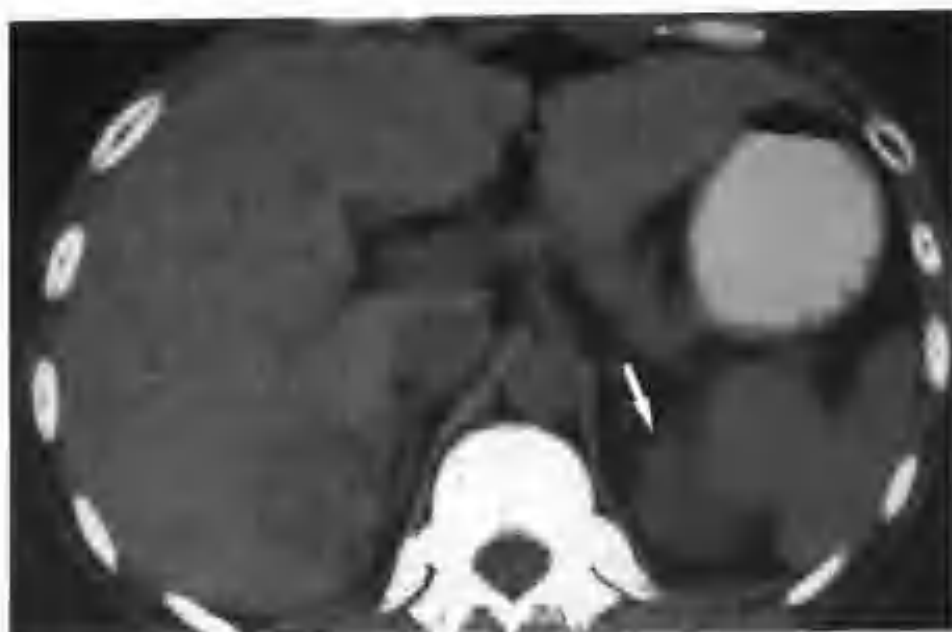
与图 2-4-3 为同一病例, CT 平扫示左肾上极小转移灶 (箭头), 密度较肾实质略高
